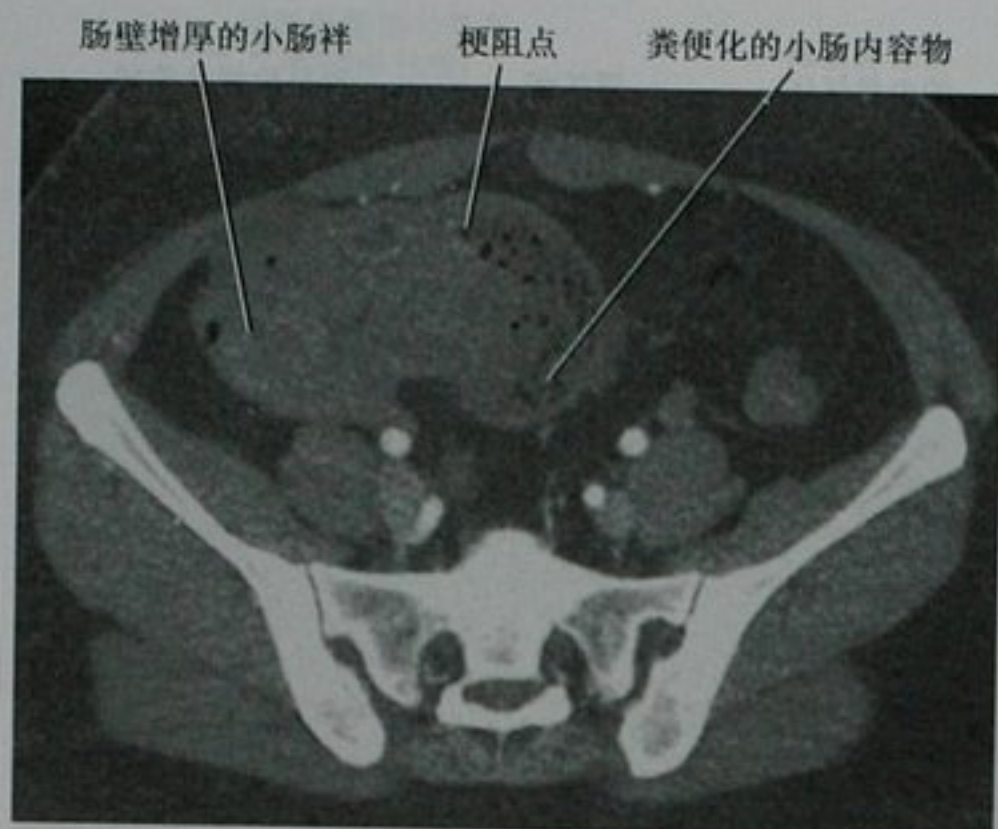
增强 CT 盆腔横断面, 克罗恩病引起的慢性不全性小肠梗阻
